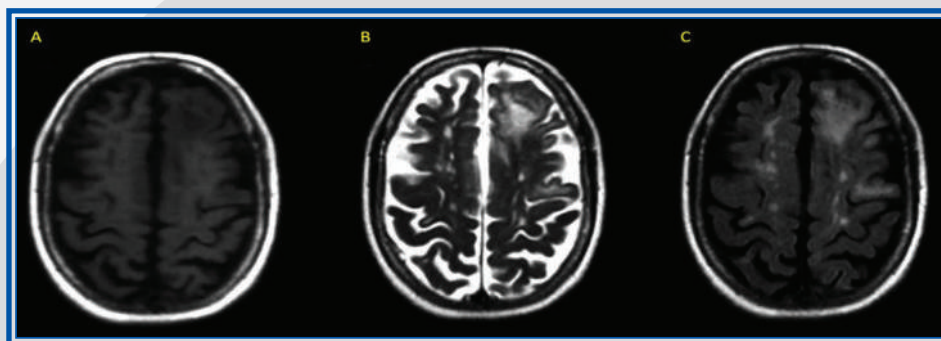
Capítulo 22. Resonancia magnética de cerebro en cortes axiales de la paciente en urgencias, a 2 semanas del inicio de los síntomas, en donde se observa una lesión nueva hipointensa en T1 en región frontal izquierda sin reforzamiento al contraste (A) que en secuencias T2 y FLAIR se presenta como hiperintensa con patrón microquístico (B y C). Caso e imágenes: cortesía de la Dra. Sandra Quiñones Aguilar.⁴
